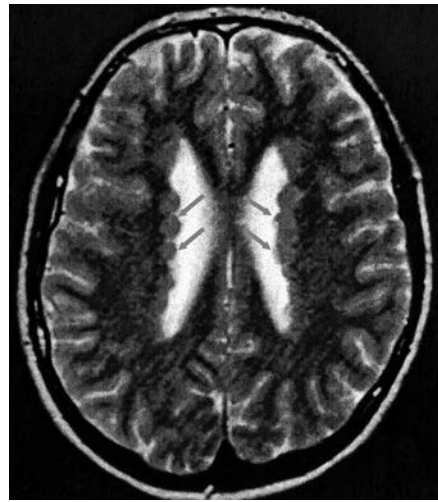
МРТ больной с субэпендимальной гетеротопией (обозначено стрелками). T2-взвешенное изображение, аксиальная проекция
